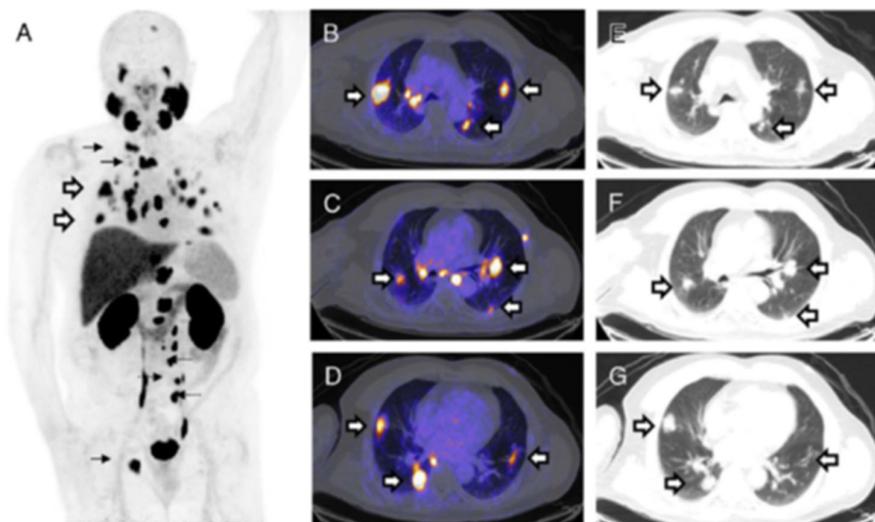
Diagnóstico inicial. Imágenes obtenidas mediante PET/CT usando ⁶⁸Ga-PSMA-11 en enero de 2016. (A) Imagen de proyección de lesiones en pulmones (flechas huecas), nodos linfáticos (flechas discontinuas) y huesos (flechas sólidas). (B, C y D) Imágenes axiales de lesiones pulmonares obtenidas mediante fusión de PET/CT. (E, F y G) Imágenes axiales de lesiones pulmonares obtenidas mediante CT.
